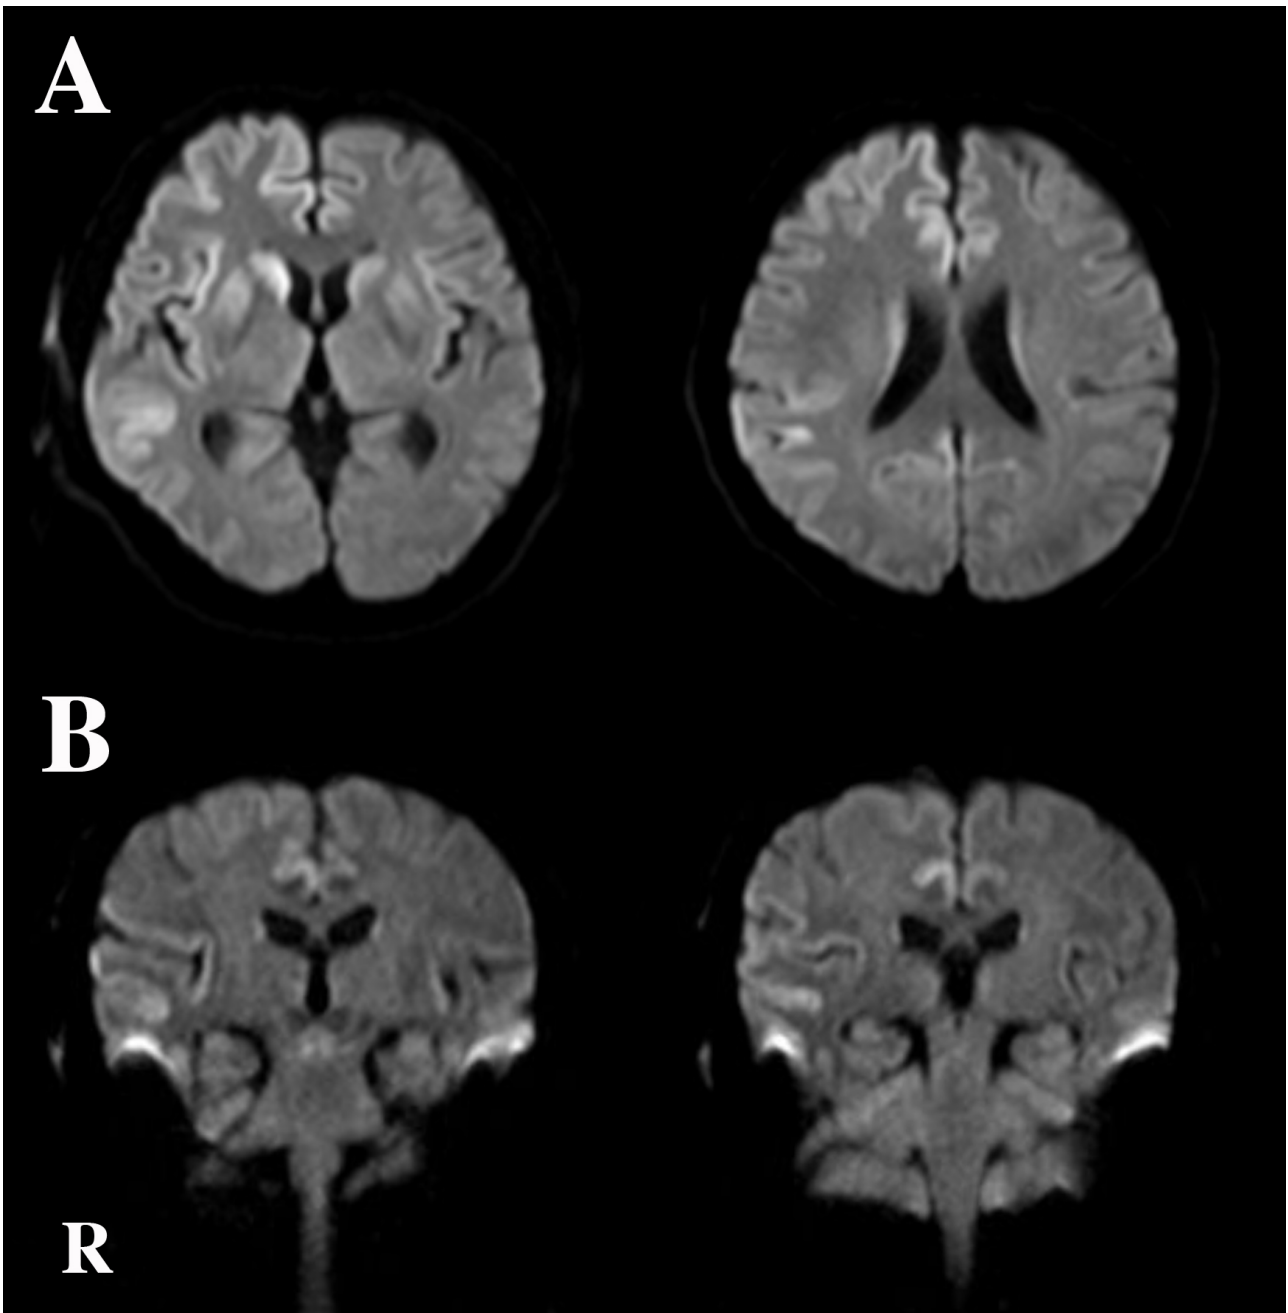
発症 2 週間後の頭部 MRI・拡散強調像
